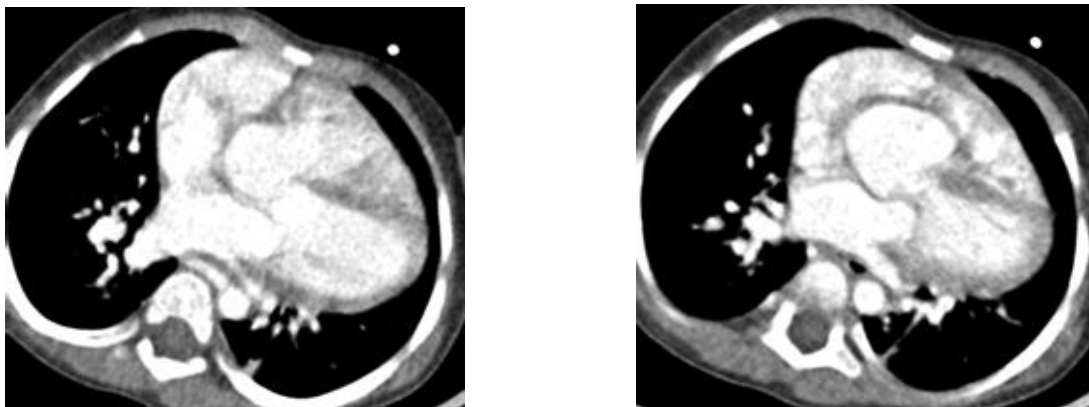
Ретроезофагеальна ВАЛКА до правої легені при лівосторонній дузі аорти (комп'ютерна томографія).
